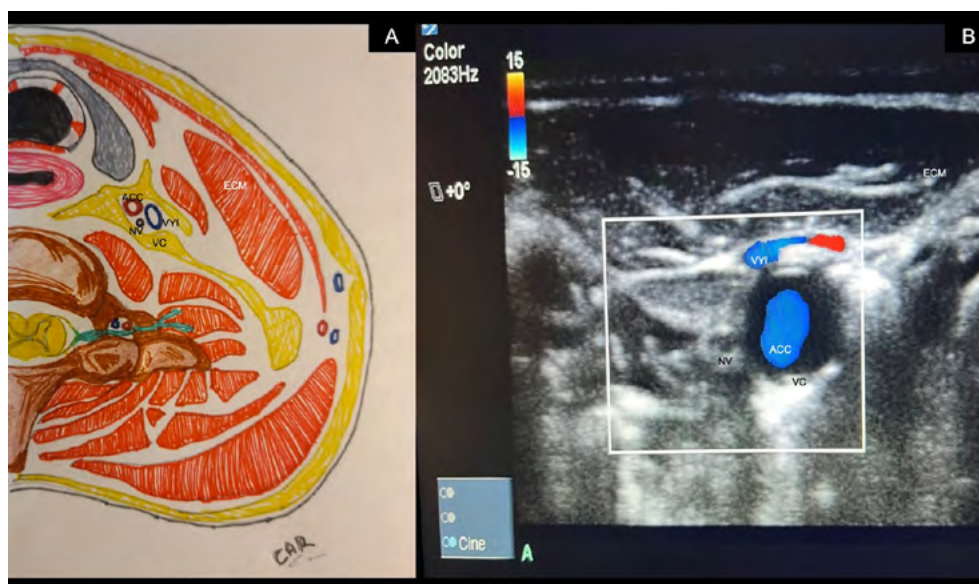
Identificación de nervio vago por ultrasonido
